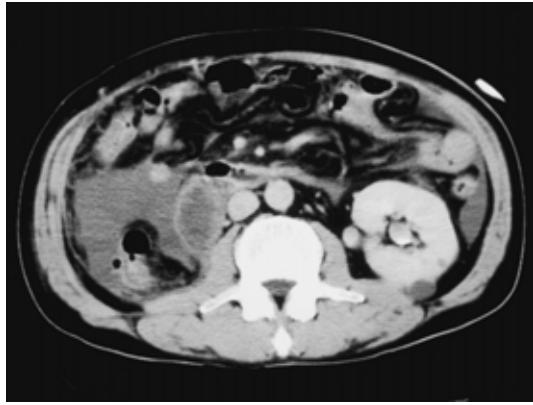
Abdominal CT scan on admission showing a retroperitoneal low-density area on the right.
